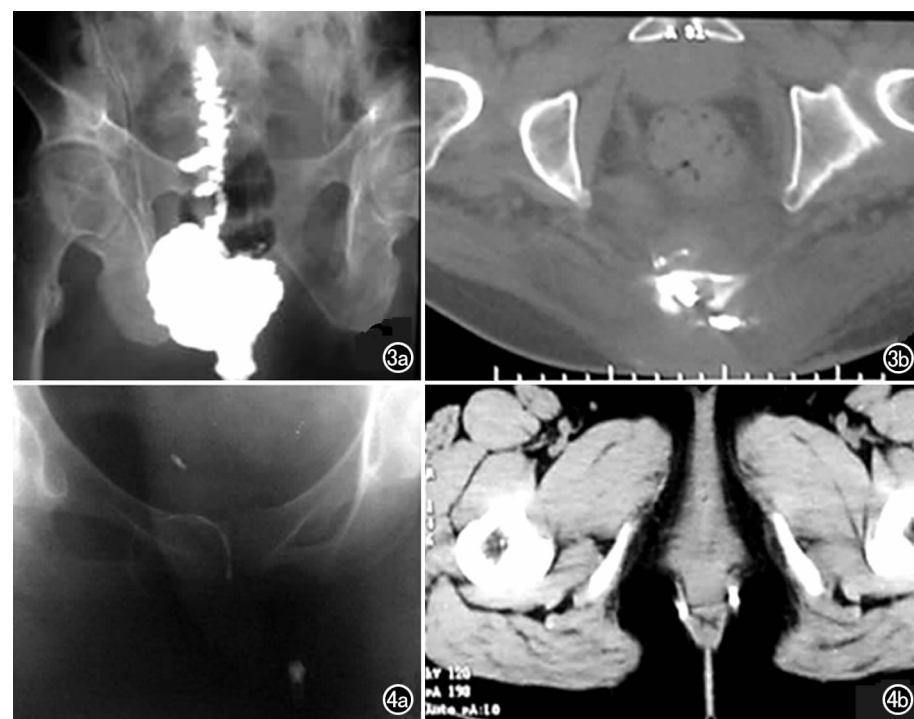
骶尾部瘘管。a) X 线瘘管造影示骶尾部巨大瘘管; b) CT 瘘管造影示对比剂进入骶管。图 4 肛周瘘管。a) X 线瘘管造影为环形肛瘘; b) CT 瘘管造影发现为括约肌间瘘。
